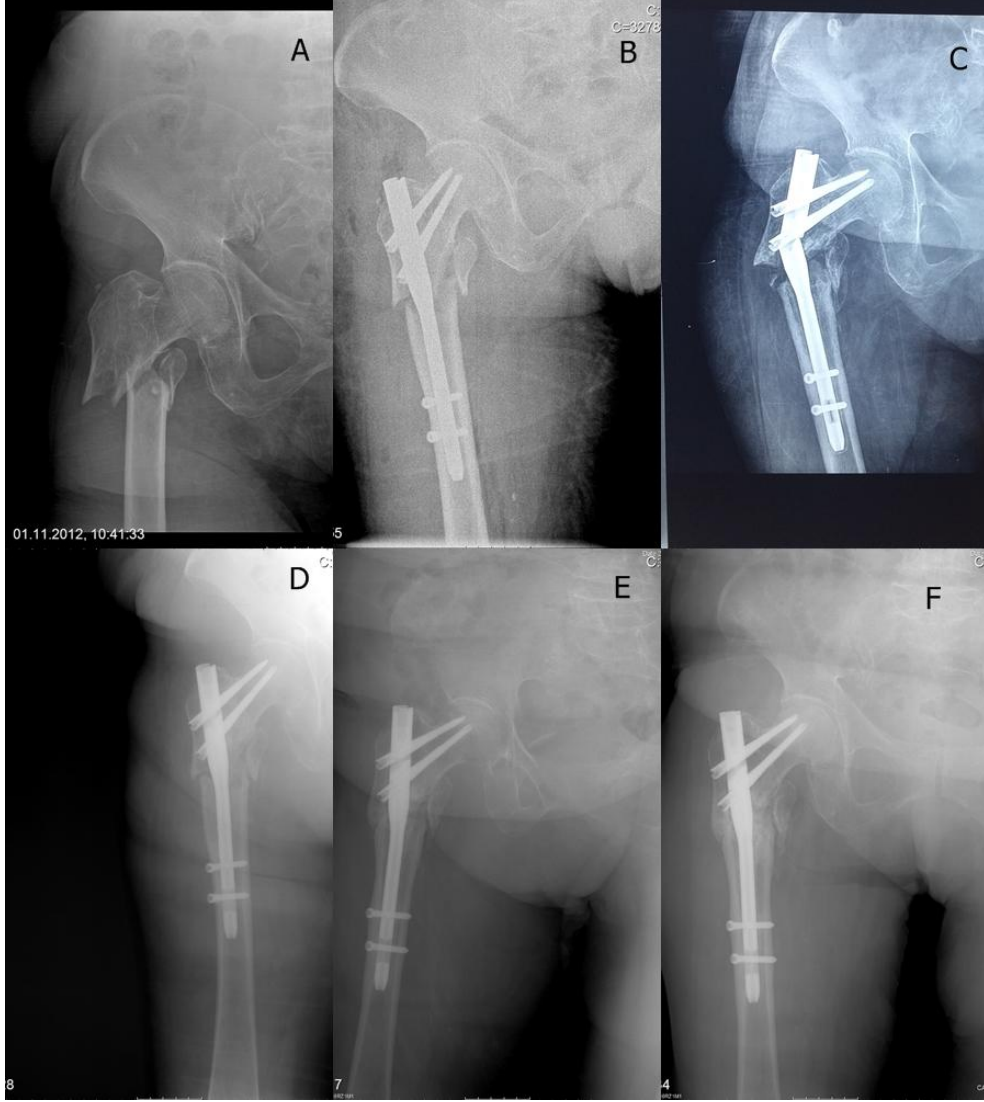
Preop sol kalça AP röntgen(A), Post op 1. Gün(B), Post Op 2.Yıl AP ve Yan Grafiler(C- D)
